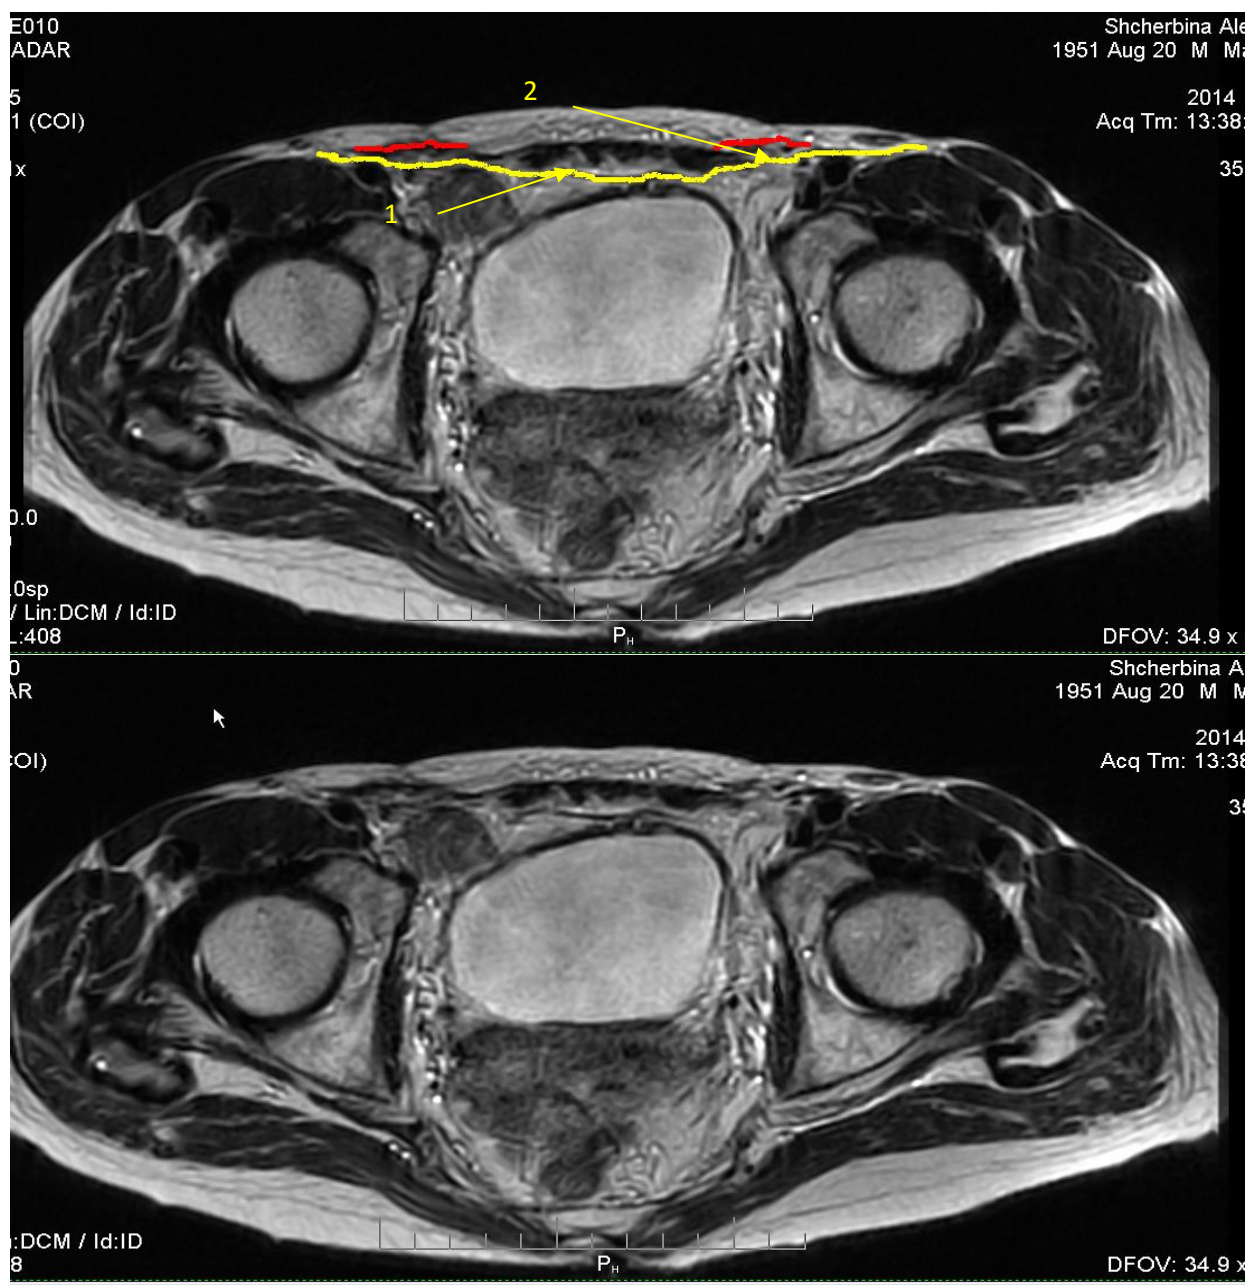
МРТ картина після ТЕР-т герніопластики з 2-х сторін, характерна рівномірність післяопераційного рубця. 1 поліпропіленова сітка, 2 - пахвинний канал з елементами сім'яного канатика. Червоні лінії - післяопераційні рубці навколо сітчастих імплантів після операції Ліхтенштейн. Жовта лінія - рівномірний тонкий післяопераційний рубець після ТЕР-т герніопластики
